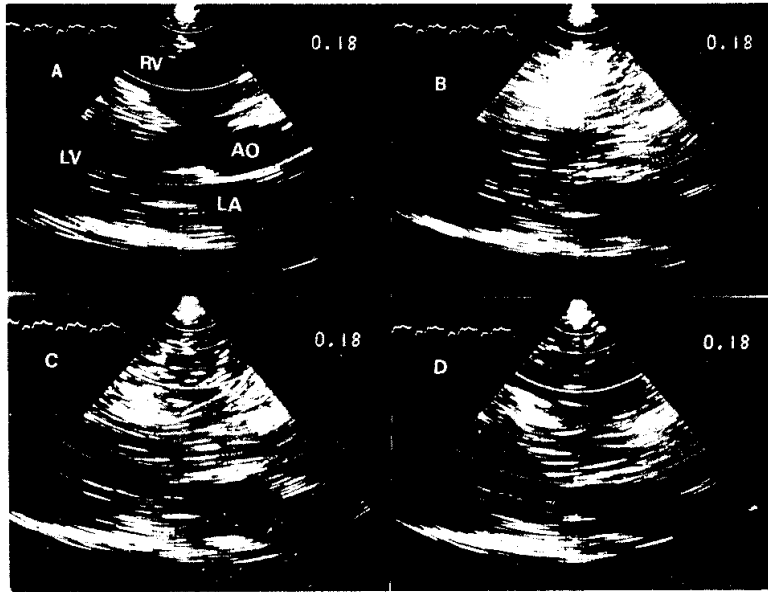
Contrast echocardiography of TOF in parasternal long axis view.
